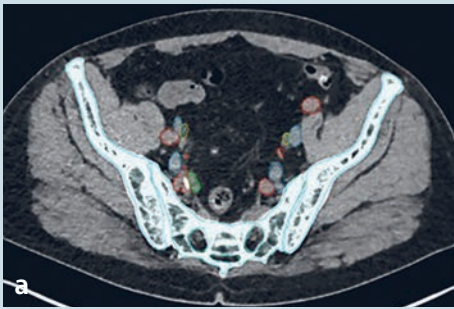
In den einzelnen axialen CT-Schnitten werden semiautomatisiert Knochen, Gefäße, Ureter, Lymphknoten, Harnblase und Enddarm segmentiert (a), woraus das virtuelle 3D-Modell generiert wird (b, c, d). Hierdurch kann die Lage der Lymphknotenmetastase (grün) dorsal des rechten Ureters (gelber Pfeil) mit direktem Kontakt zur rechten A. iliaca interna (Stern) für Operateur:in und Patient gleichermaßen verdeutlicht werden (d)
